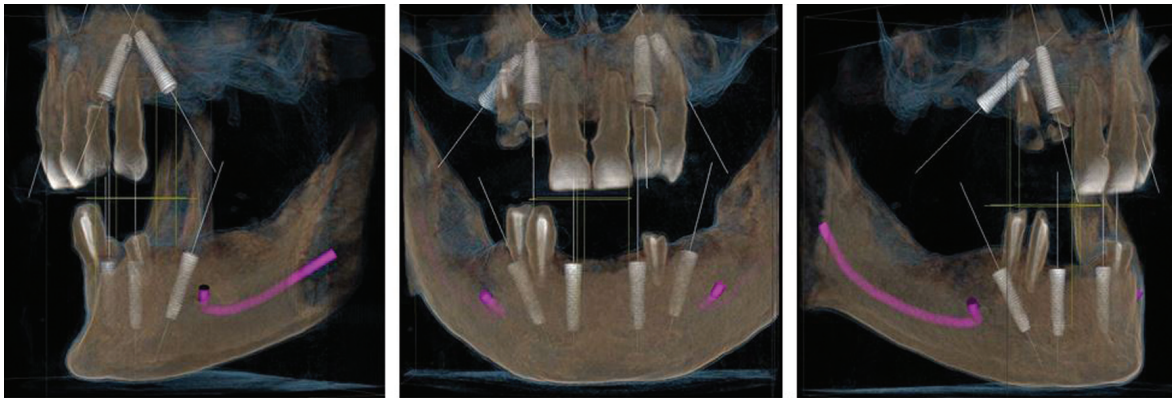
Imaginea volumetrică a CBCT-ului cu planificarea poziționării implanturilor
